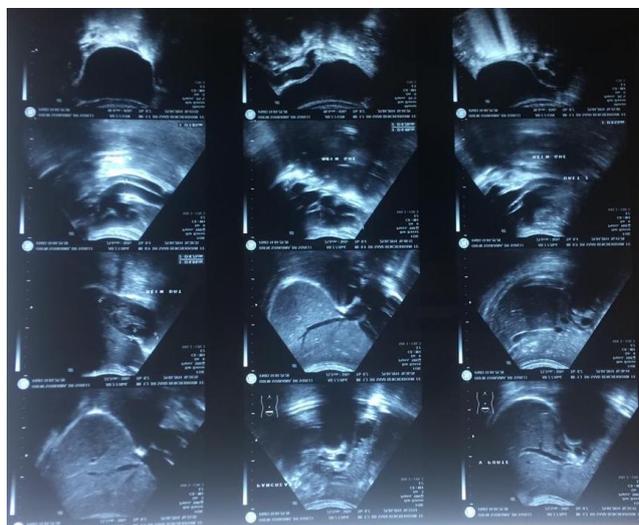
Échographie de l'arbre urinaire retrouvant urétéro-hydronéphrose du rein gauche, bifidité urétéro pyélique, et une grosse lithiase au niveau de la portion terminale de l'uretère pelvien gauche avec dilatation de cet uretère pelvien gauche avec dilatation de cet uretère en amont. La vessie est normale. Le rein droit ne présente pas d'anomalie
